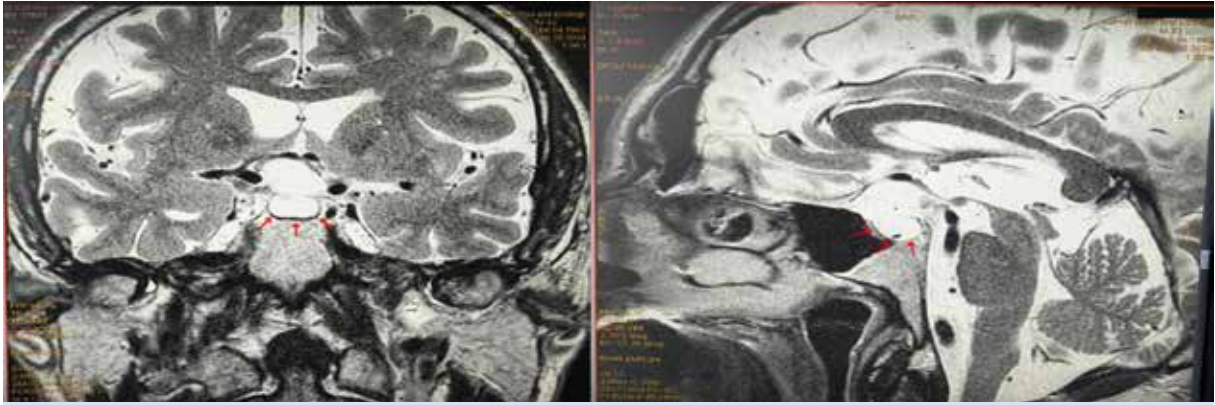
МРТ-исследование головного мозга пациента П. — объёмное образование (тонкостенная напряженная киста) размерами 25×16×17 мм в хиазмально-селлярной области с истончением хиазмы (зона кисты указана стрелками)
